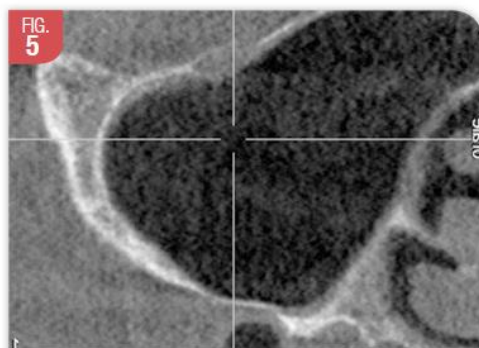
Examen CBCT : l'implantation conventionnelle sous sinusienne est impossible
